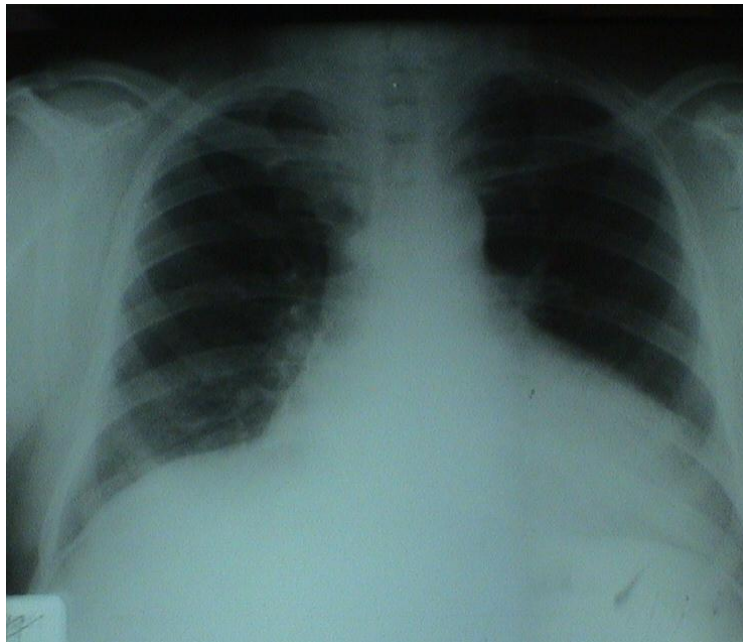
Radiographie thoracique : Présence d'une sonde auriculaire sectionnée
